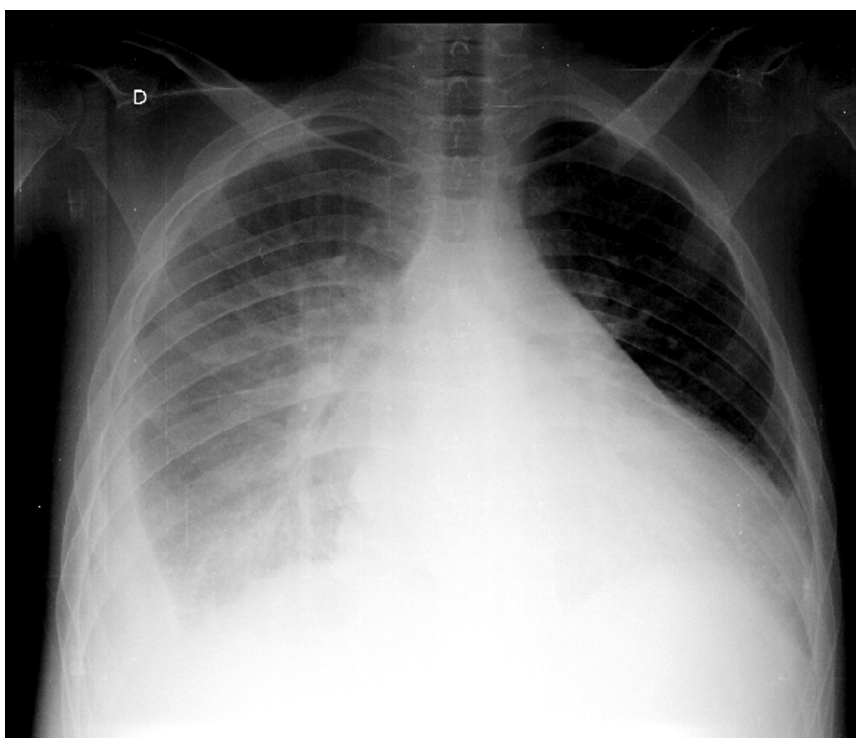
Radiografia de tórax em incidência posteroanterior, evidenciando cardiomegalia, infiltrado pulmonar, opacificação e derrame pleural à direita.
